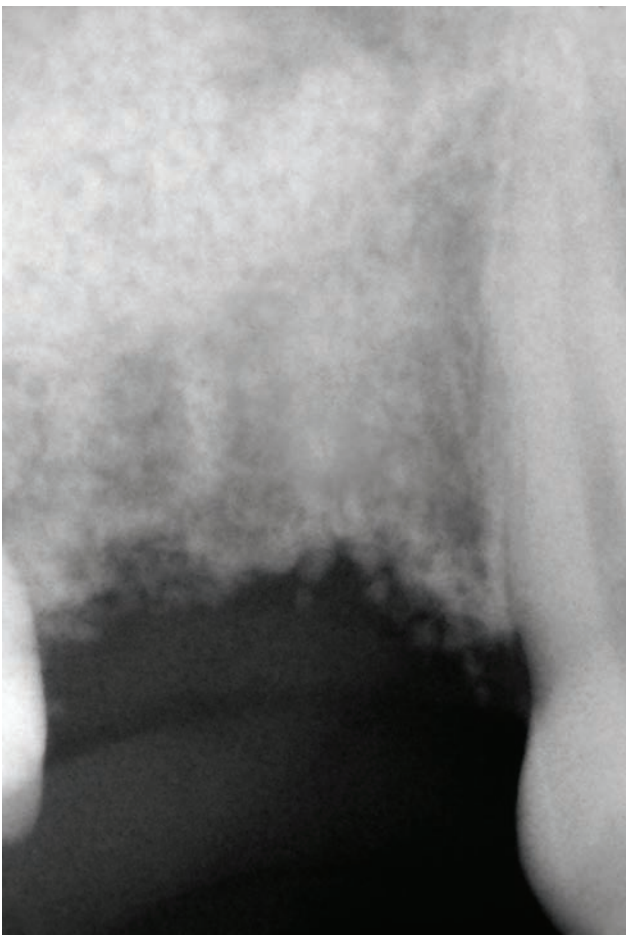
Cliché de radiographie numérique de contrôle intrabuccale après élévation du plancher sinusal avec le biomatériau Activioss.
